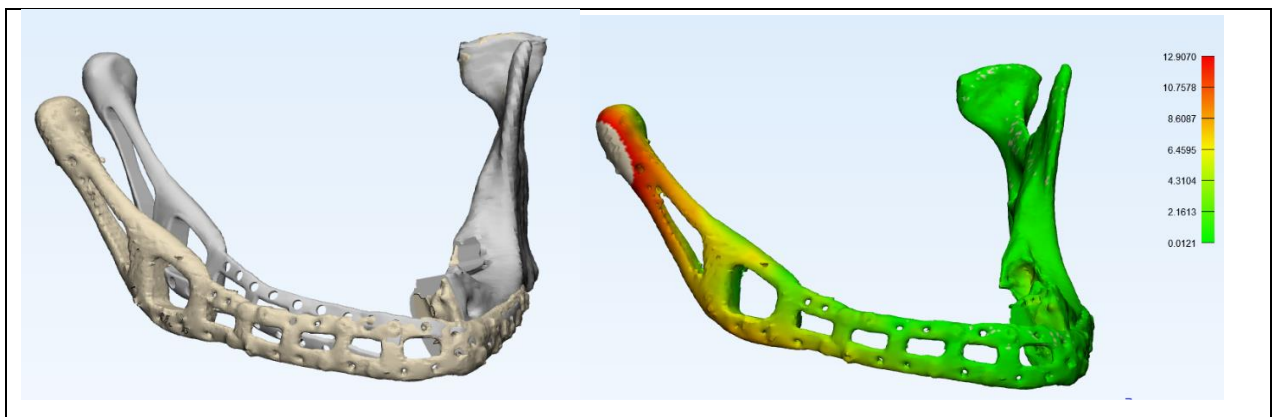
Графічне зображення максимального відхилення встановленого імплантата при співставленні з контрольною комп'ютерною томографією.
